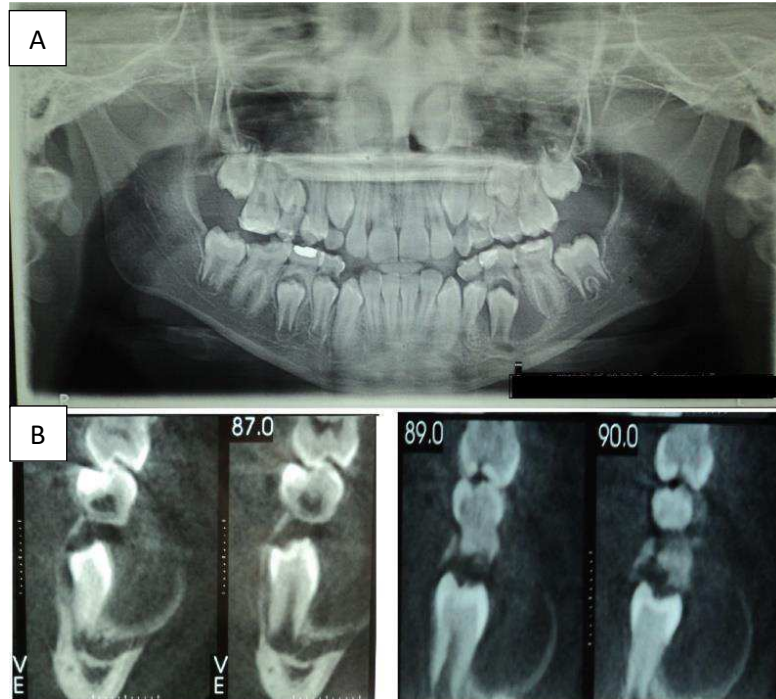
Radiografia evidenciando a imagem radiolúcida unilocular circunscrita envolvendo o elemento dentário 35 ; Figura 2-B: tomografia computadorizada em feixe cônico evidenciando a extensão da lesão.
